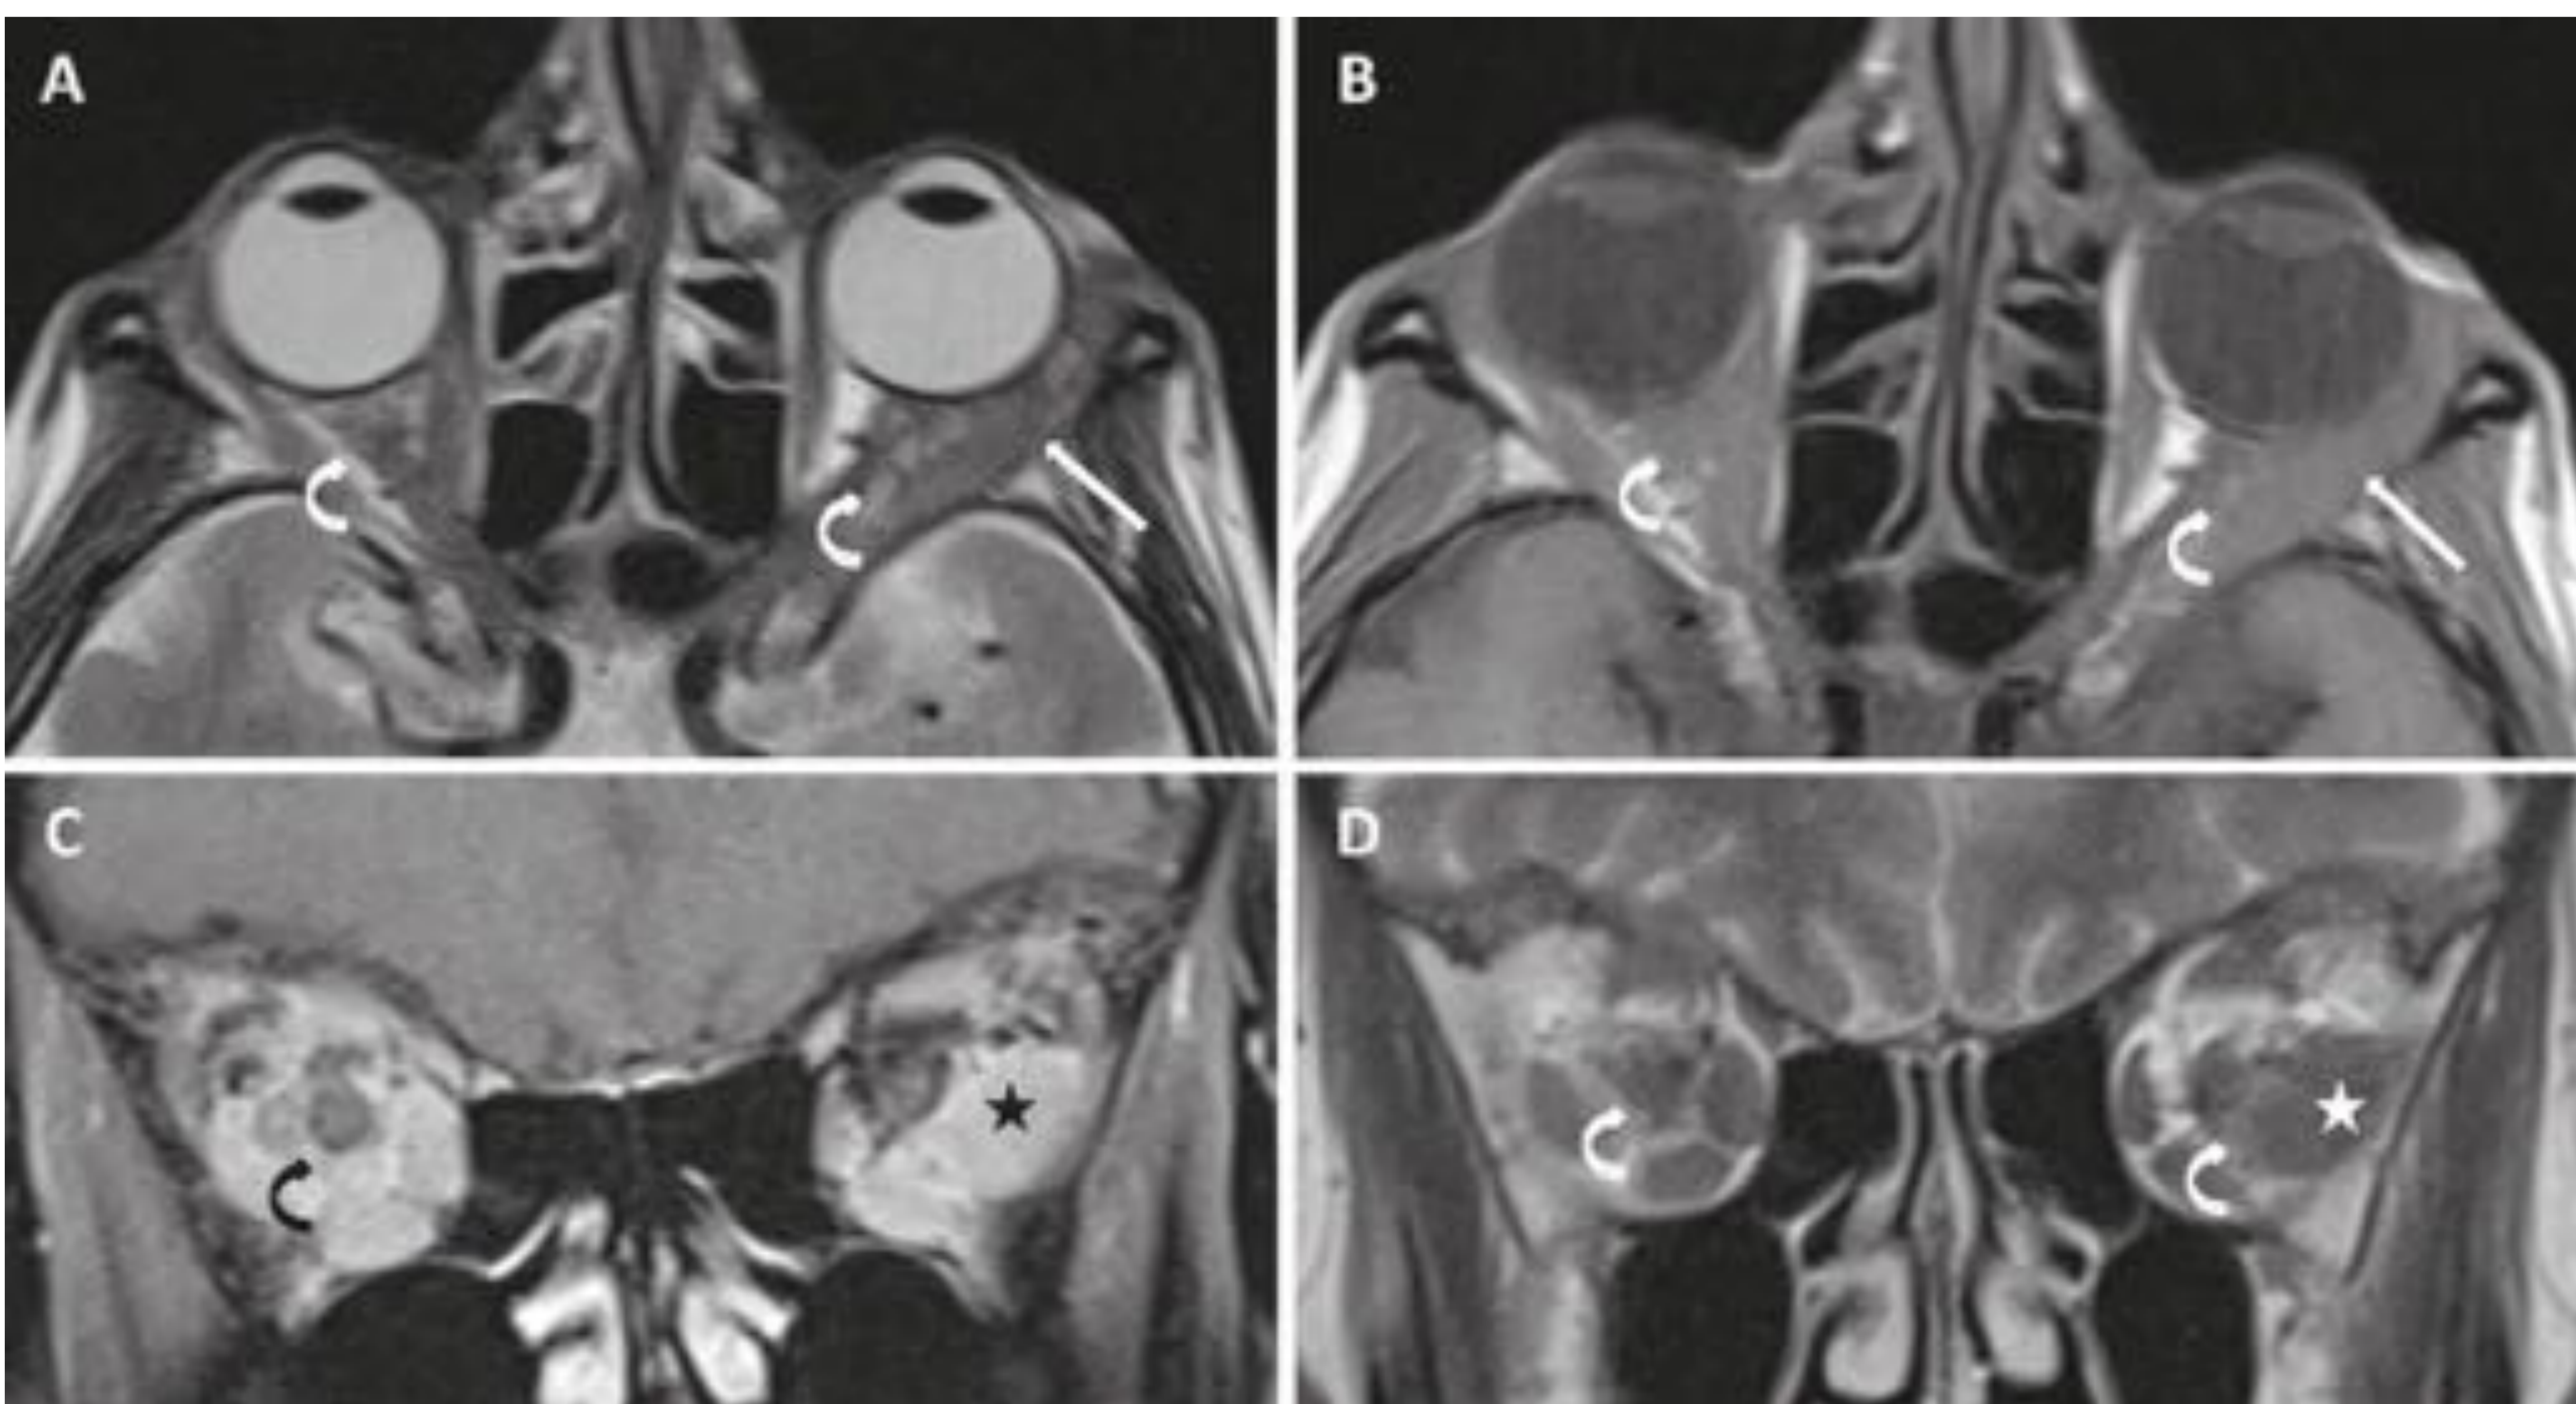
Diagnóstico diferencial del engrosamiento de la musculatura extraocular. Afectación metastásica. Estudio de RM orbitaria de una paciente con antecedentes de cáncer de mama diseminado y dolor a la movilización ocular. (A) Secuencia axial potenciada en T2; (B) secuencia axial potenciada en T1 sin contraste; (C) Secuencia coronal potenciada en T1 con saturación grasa y tras la administración de contraste; (D) Secuencia coronal potenciada en T2. Engrosamiento mal definido de la musculatura extraocular que afecta principalmente al músculo recto lateral izquierdo (asterisco C-D) hipointenso en T1 y T2 con afectación de la inserción tendinosa anterior (flechas A y B) y captación de contraste tras la administración de gadolinio (C). Existe también infiltración de la grasa intraconal en ambas órbitas (flechas curvas) por un material de partes blandas que muestra el mismo comportamiento de señal en T1-T2 y captación de contraste. La afectación principalmente del recto externo orienta a otras etiologías distintas de la orbitopatía tiroidea.
